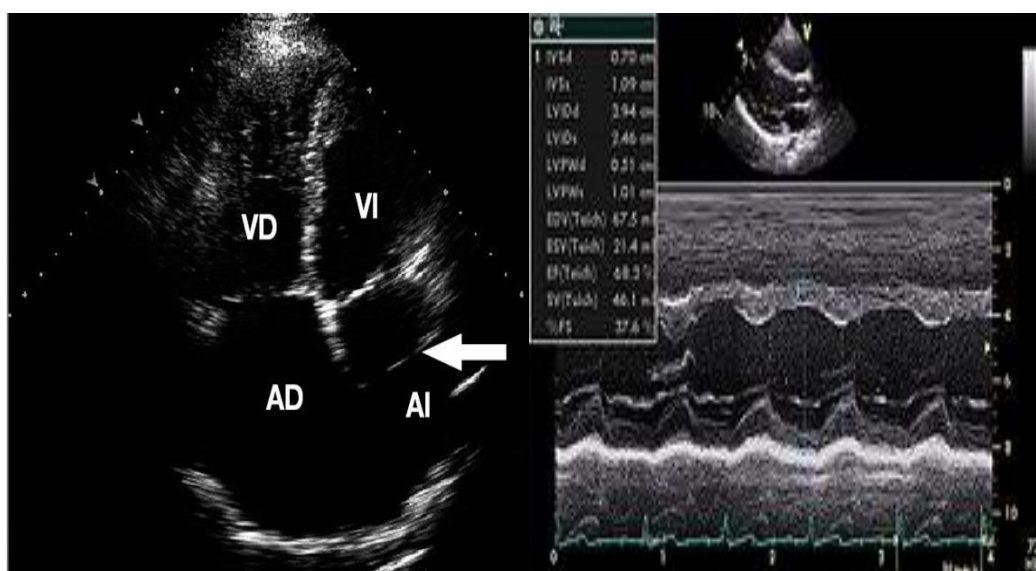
Ecocardiograma. Izq: 4 cámaras vista apical y derecho: corte en modo M.
